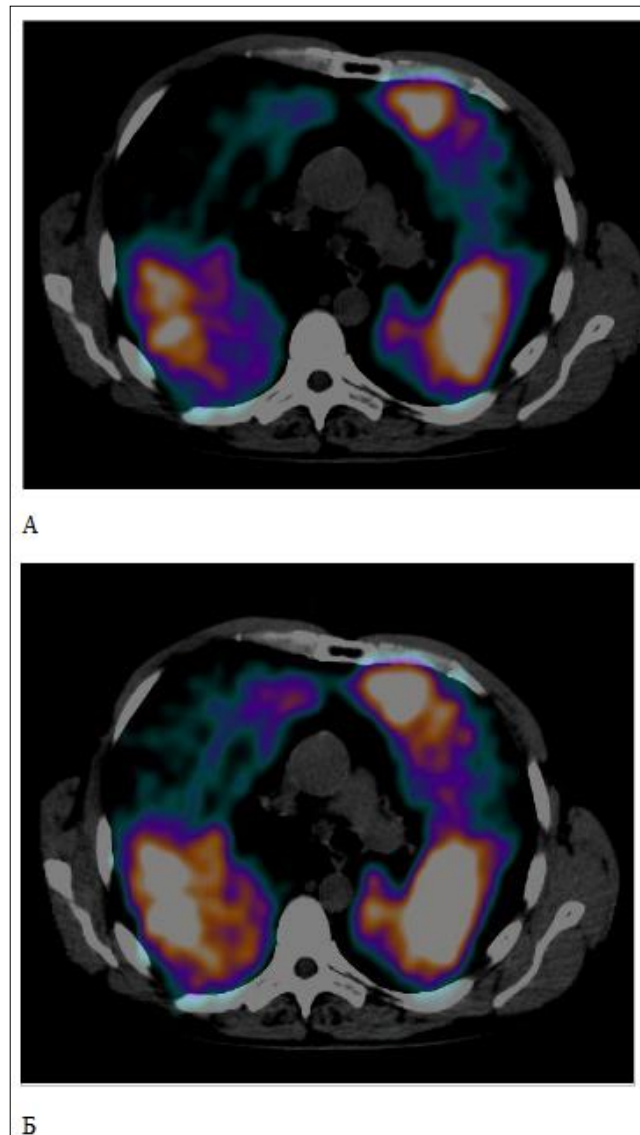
Совмещенная ОФЭКТ/КТ методика больного Х., 32 лет, характеризующая редукцию кровотока в плещевых отделах с относительной сохранностью ее в базальных сегментах
